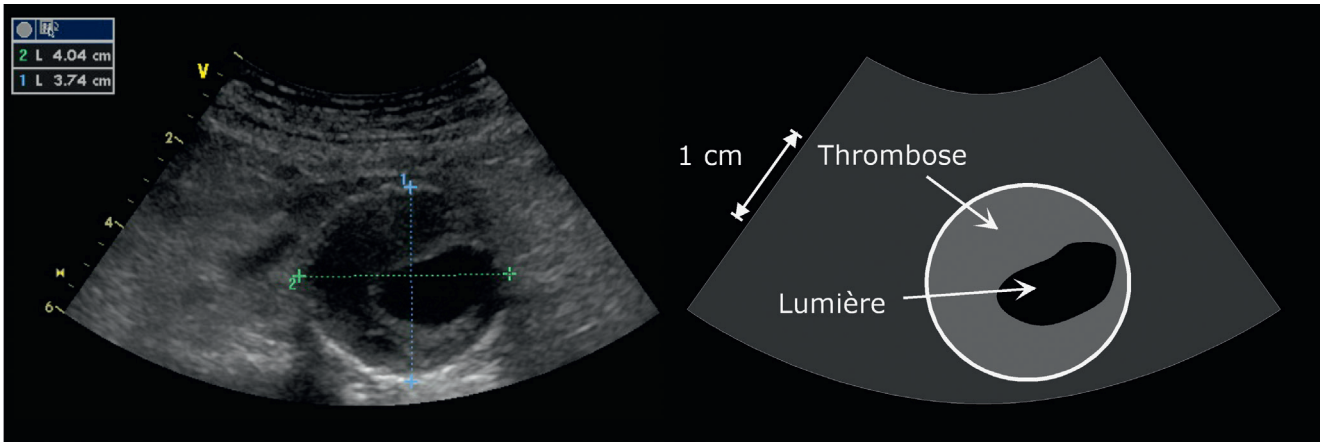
Coupe échographique transversale d'un anévrisme fusiforme de l'aorte abdominale, avec une thrombose partielle semi-circconférentielle.
